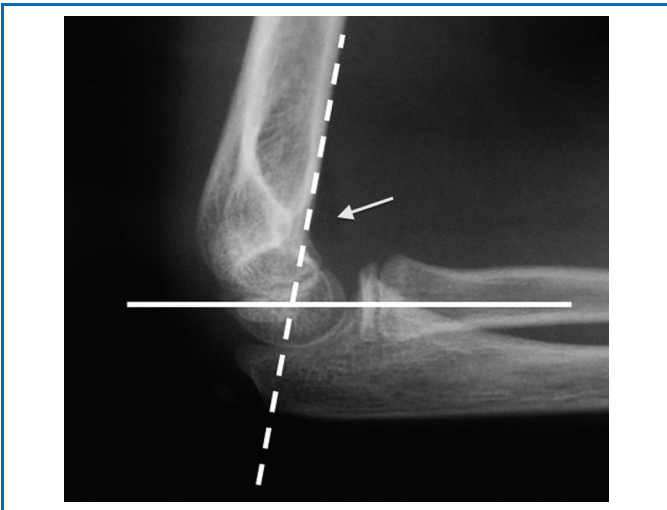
Radiographie du coude de profil : tangente à la corticale antérieure de l'humérus coupant le capitulum (ligne pointillée) et ligne de Støren correspondant à l'axe diaphysaire radial et coupant toujours le centre du capitulum quelle que soit l'incidence (ligne pleine). La flèche montre le triangle noir correspondant à la graisse antérieure de la capsule articulaire.
